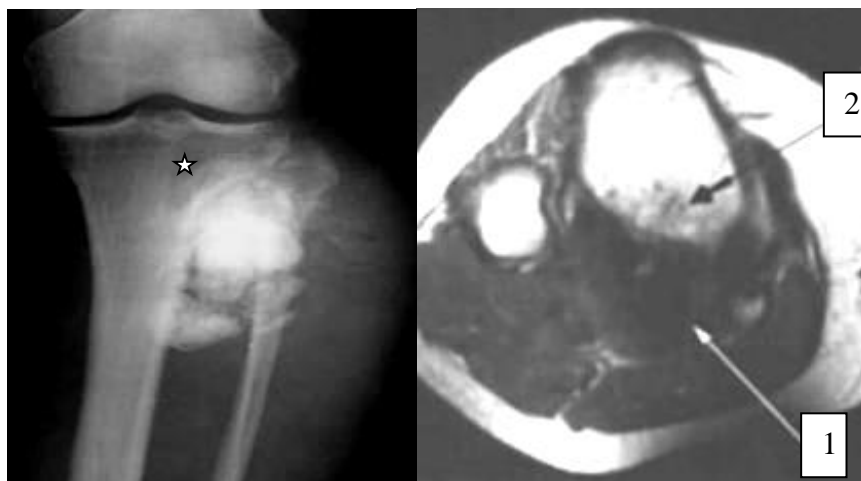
Рентгенограма в прямій проекції та МРТ T133 в аксіальній площині. Параоссальна ОС – поруч із проксимальним метафізом великогомілкової кістки, на задньозовнішній поверхні визначається утворення (1) вапняно-кісткової структури, що викликає обмежену атрофію від тиску (зірочка), а нижче цієї ділянки наявне руйнування кортикального шару та інфільтрація кісткового мозку у вигляді гіпоінтенсивних ділянок - 2.
